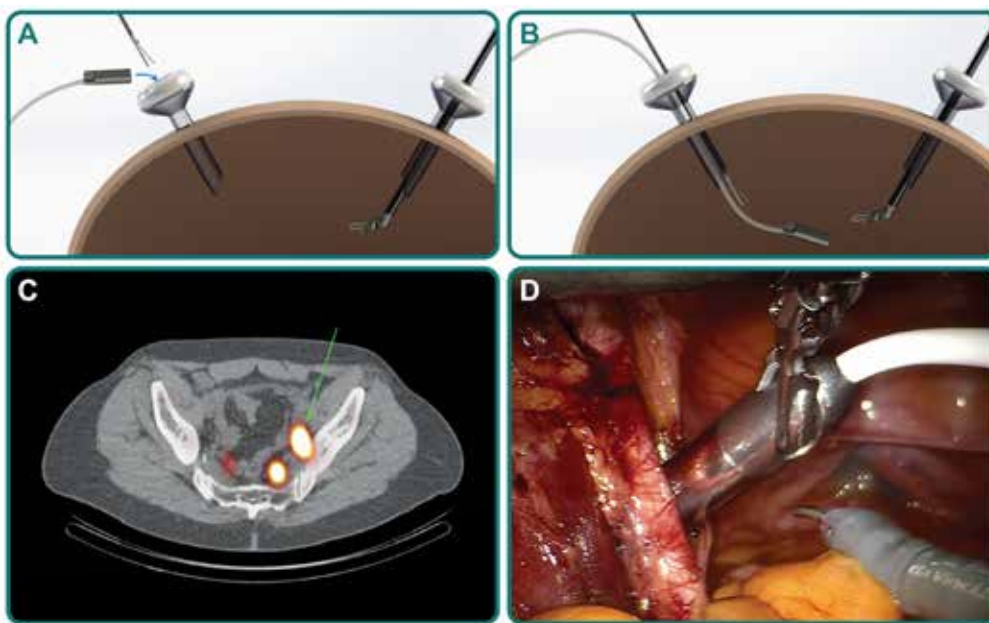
Concept of DROP-IN gamma probe, integrating radioguided surgery with robot-assisted laparoscopic procedures. (A-B) Insertion of the small and tethered DROP-IN gamma probe into the abdominal cavity, to be picked up by the operating surgeon using his robotic tools. (C) Preoperative SPECT/CT indicates the SN that need to be removed during surgery. (D) Intraoperative localization of the SN using the DROP-IN probe, providing audible and numerical feedback once the lesion is detected.
